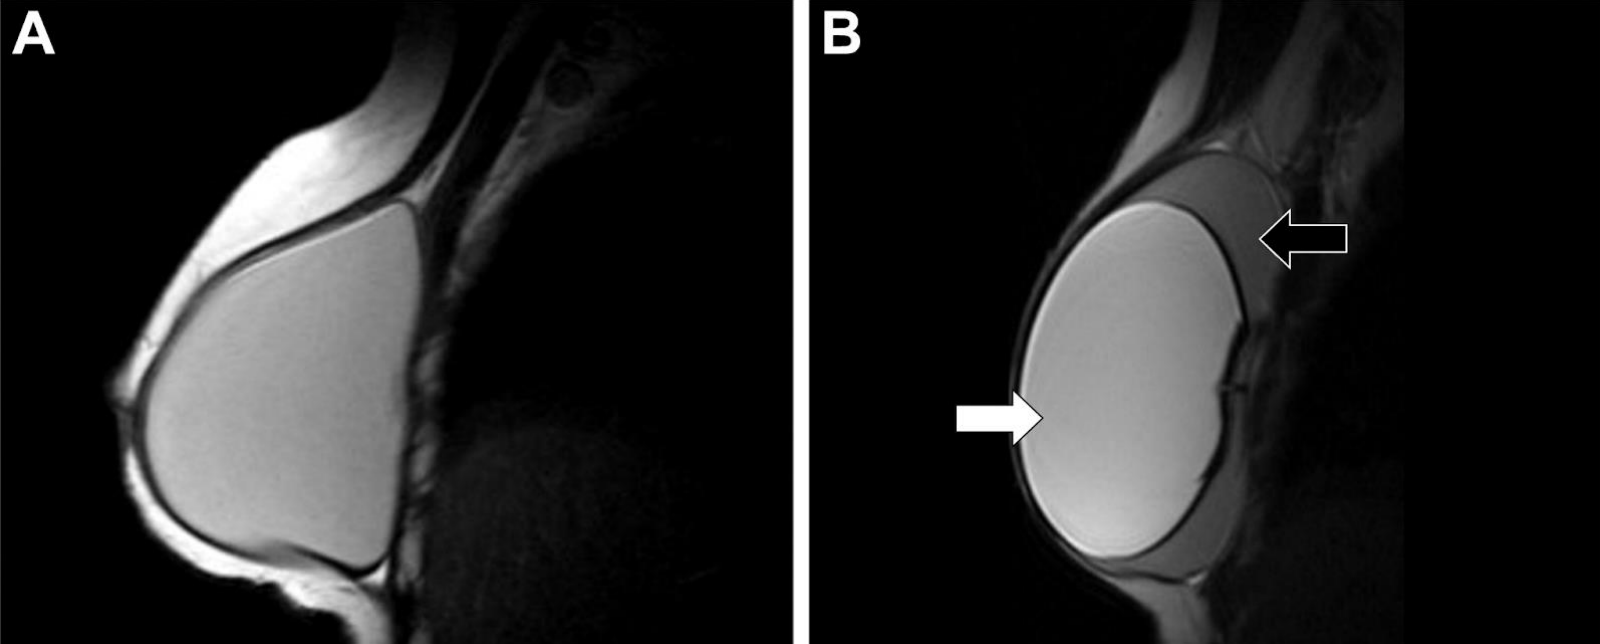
Imágenes de RM en T2 sagital en dos pacientes con implantes de una sola luz (A) y de doble luz (B). En B, flecha negra señala luz externa y flecha blanca luz interna. La silicona presenta señal de intensidad intermedia en las secuencias en T1, alta en T2 y alta en T2 con recuperación de tiempo de inversión corto (supresión grasa, aka STIR) sensibles a silicona.
